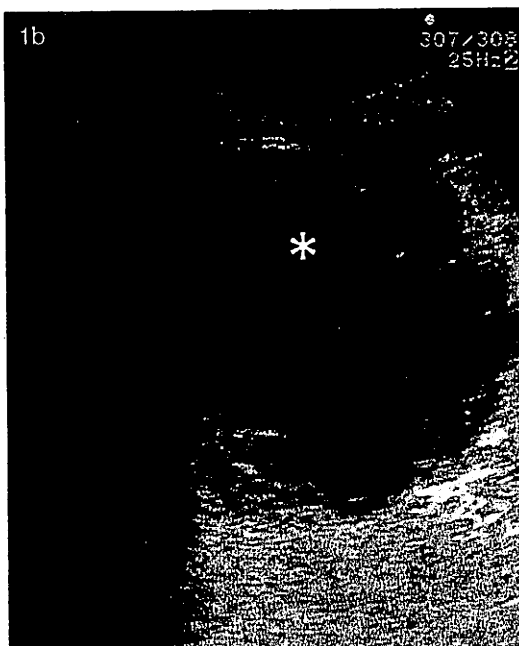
Ecografía abdominal en modo B. a) Litiasis coraliforme (flecha). b) Lesión nodular con aumento de tamaño y desestructuración renal con marcada heterogeneidad, observando áreas hipoecogénicas (asterisco) e hiperecogénicas (cruz).
